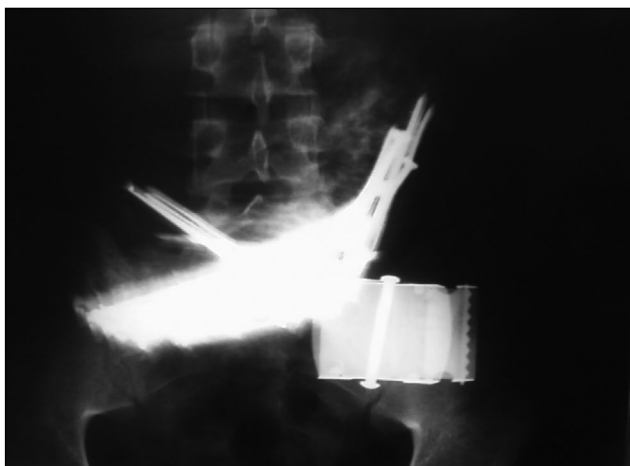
Рентгенограмма органов брюшной полости (фронтальная проекция — военная форма).
